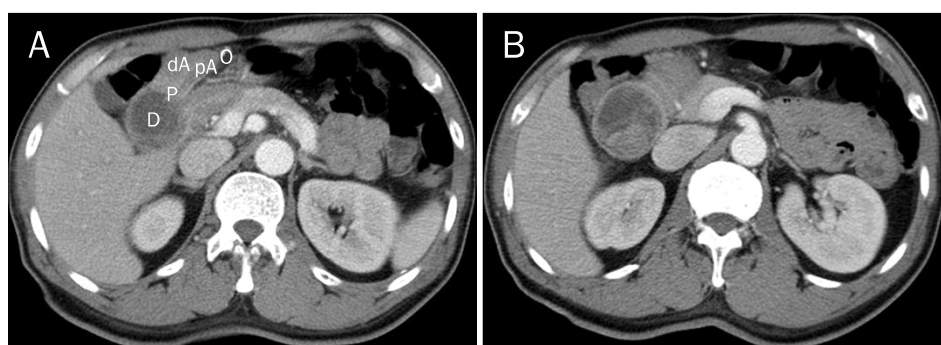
Abdominal CT finding. (A) Abdominal CT scan showed full thickness invagination of the proximal antrum with the omentum in the duodenum. pA, proximal antrum; dA, distal antrum; O, omentum; P, pyloric ring; D, duodenum. (B) It showed intussuscepted heterogeneous low density mass into the 2nd portion of the duodenum and no regional lymph node enlargement.
